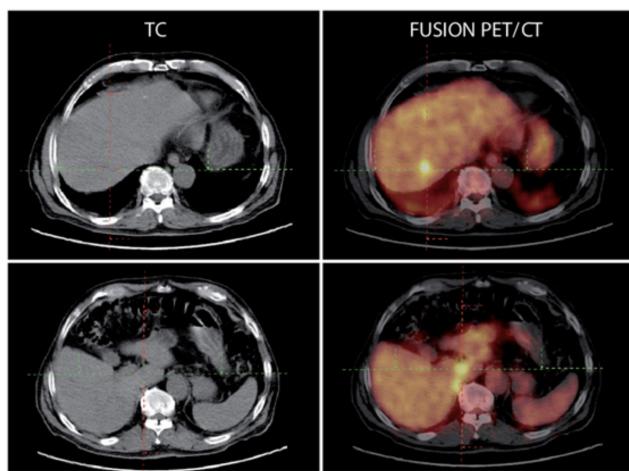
PET/CT abdominal con depósitos hipermetabólicos en lóbulo hepático derecho de moderada intensidad (SUV máx segmento VIII: 5.7, segmento VI: 3.62, lóbulo caudado: 5.28, y cúpula hepática: 3.16).
